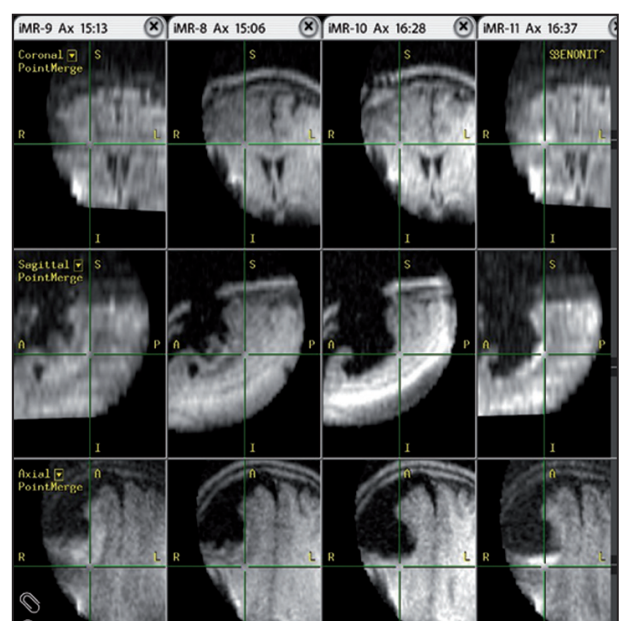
Progression de la résection d'un oligodendrogliome frontal droit en utilisant l'IRM interventionnelle Polestar N20.
